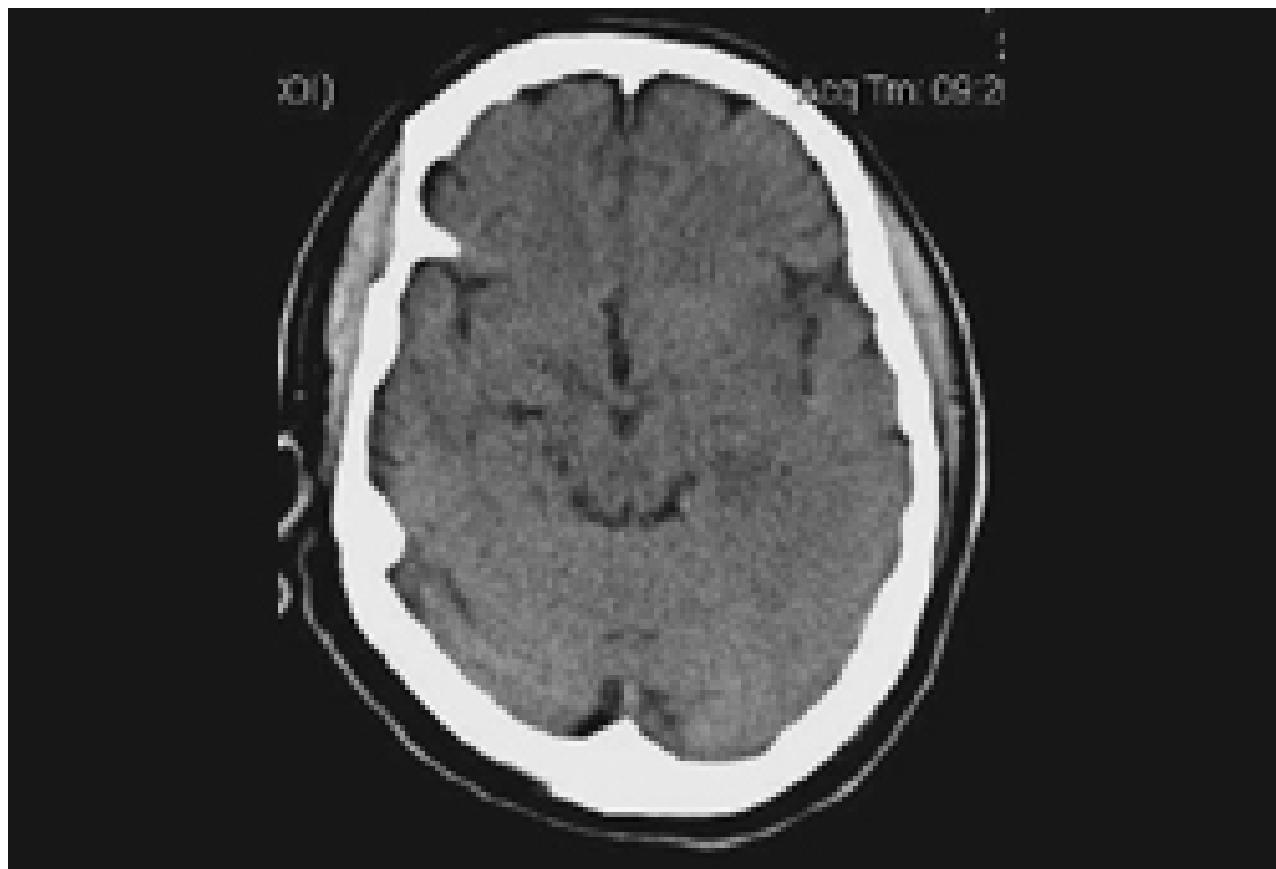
TC de crânio sem contraste de um paciente com encefalite por HSV: mostra hipodensidades sutis envolvendo a região insular esquerda. Algum turvamento das margens cinzas-brancas e apagamento dos sulcos na região temporal esquerda são detectáveis
